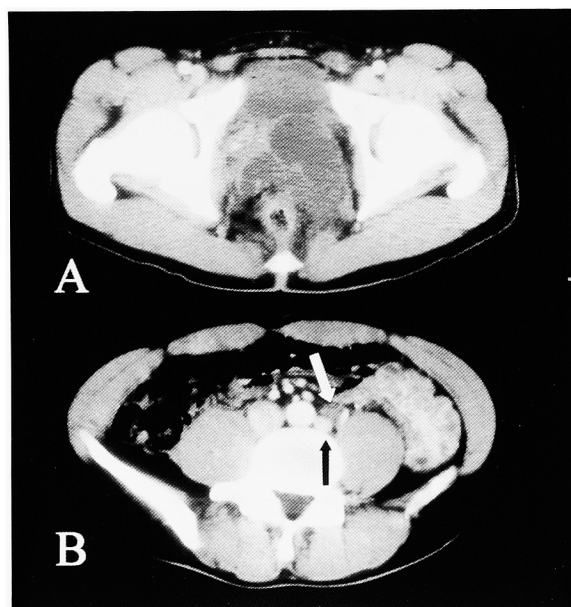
A: CT showed cystic mass behind the bladder. B: Tubular structure was observed up to 3 cm above the aortic bifurcation (white arrow). An aberrant vein was observed at the left side of the aorta (black arrow).
